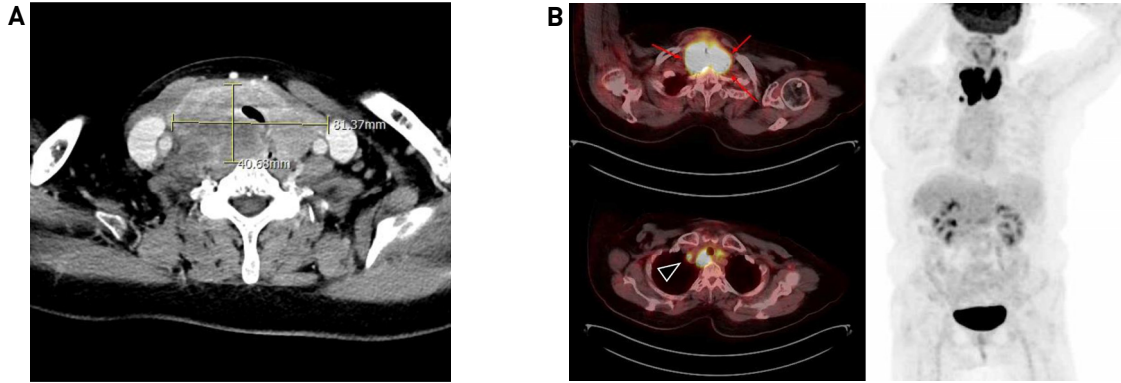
Preoperative images. (A) Preoperative axial CT findings. About 8.0 x 7.0 x 4.0 cm sized aggressively enlarged thyroid with lymphoma. Secondary compression and displacement of the trachea and esophagus to the left side were also observed. (B) PET-CT findings. Diffuse intensely increased FDG uptake in both thyroid lobes (left upper, red arrows) and intense FDG uptake in right high mediastinal central lymph node (left lower, black arrow head) suggestive of lymphoma involvement. No other discernible abnormal FDG uptake to suggest lymphoma involvement (right).
